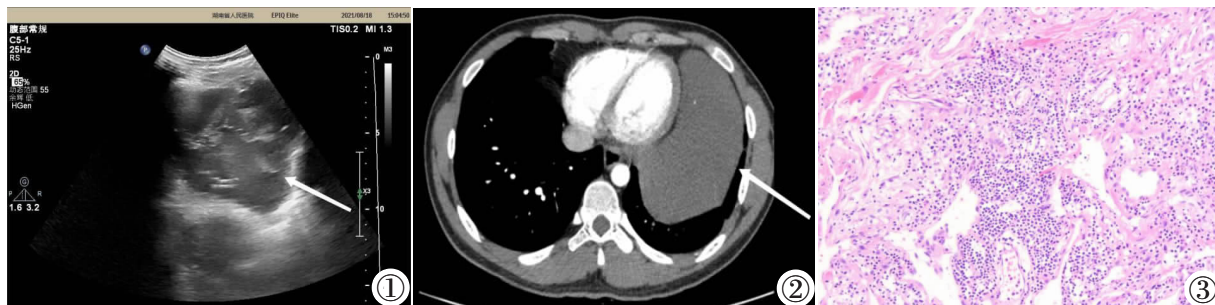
经胸超声心动图显示纵隔内可见一包裹性液暗区, 呈高低回声不等的混杂回声, 内可见多条分隔(箭头示)。图 2 胸部增强 CT 显示左纵隔旁大片包裹性混杂密度灶, 无明显强化(箭头示)。图 3 光镜下纵隔肿块内可见散在管腔样结构, 即血管及淋巴管成分(HE 染色)。
